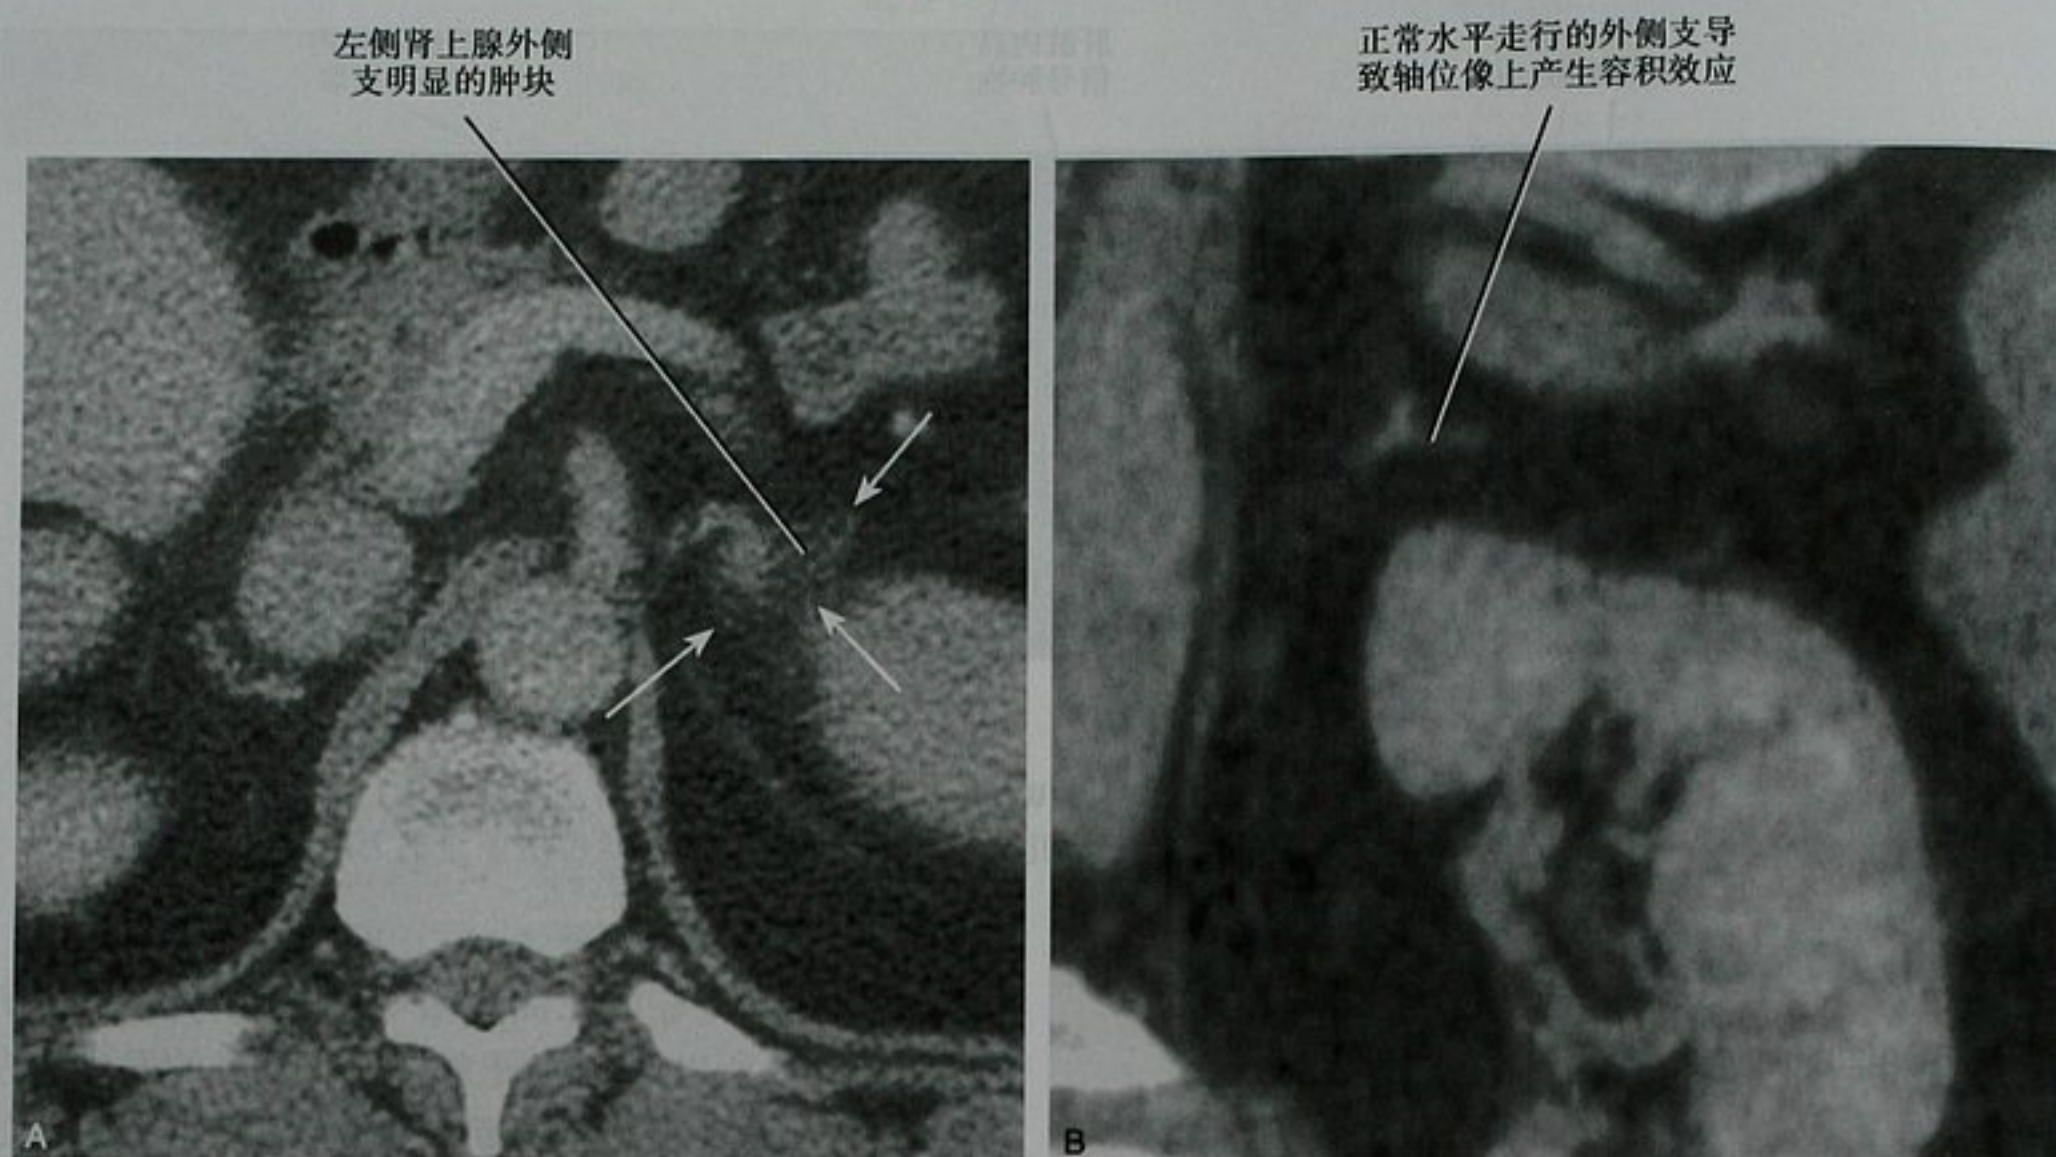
左侧肾上腺平面依赖的假肿块。A. 增强轴位 CT 图像显示由于容积效应所致的外侧支模糊肿块样表现(箭头所指); B. 冠状面重建显示水平走行的外侧支无肿块
